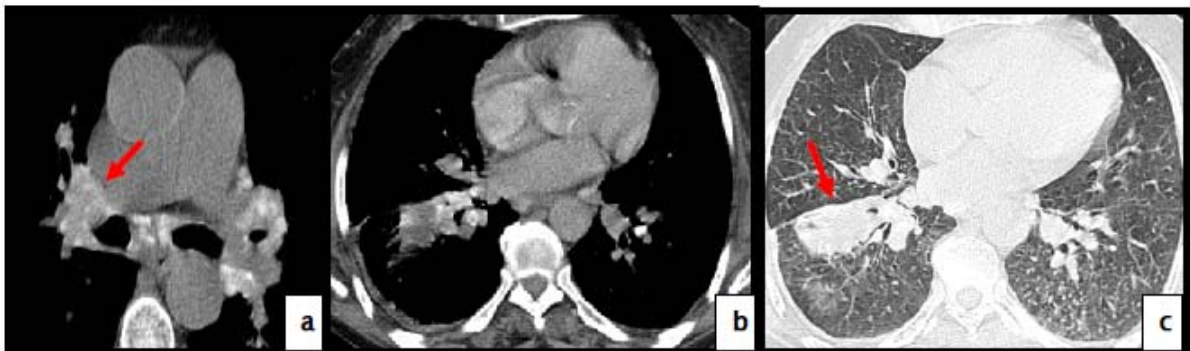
TDM thoracique en coupes axiales, fenêtre médiastinale (a,b) et parenchymateuse (c) :
